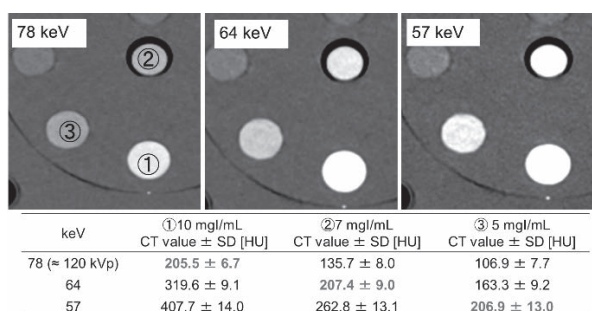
エネルギー別による各種ヨードロッドのCT値変化
